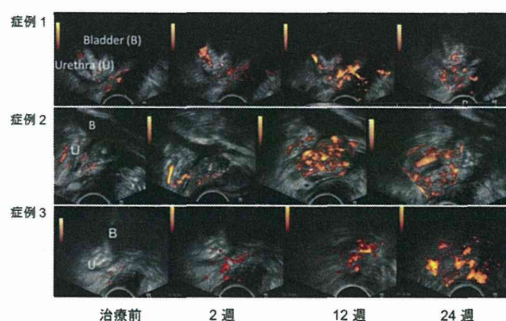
経直腸的造影超音波検査による、注入部の血流の評価
